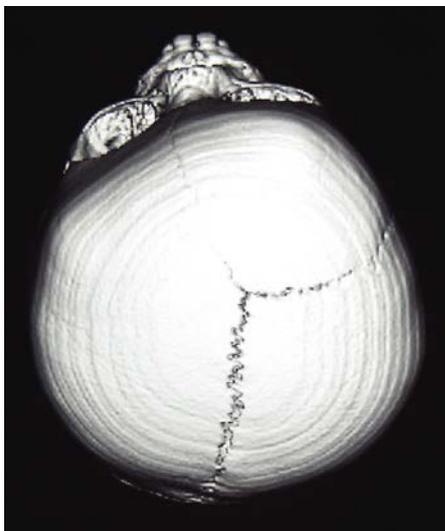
На КТ3D изображении черепа (вид сверху) представлена характерная деформация передних отделов свода черепа у пациента с левосторонней синостозной лобной плагиицефалией.
